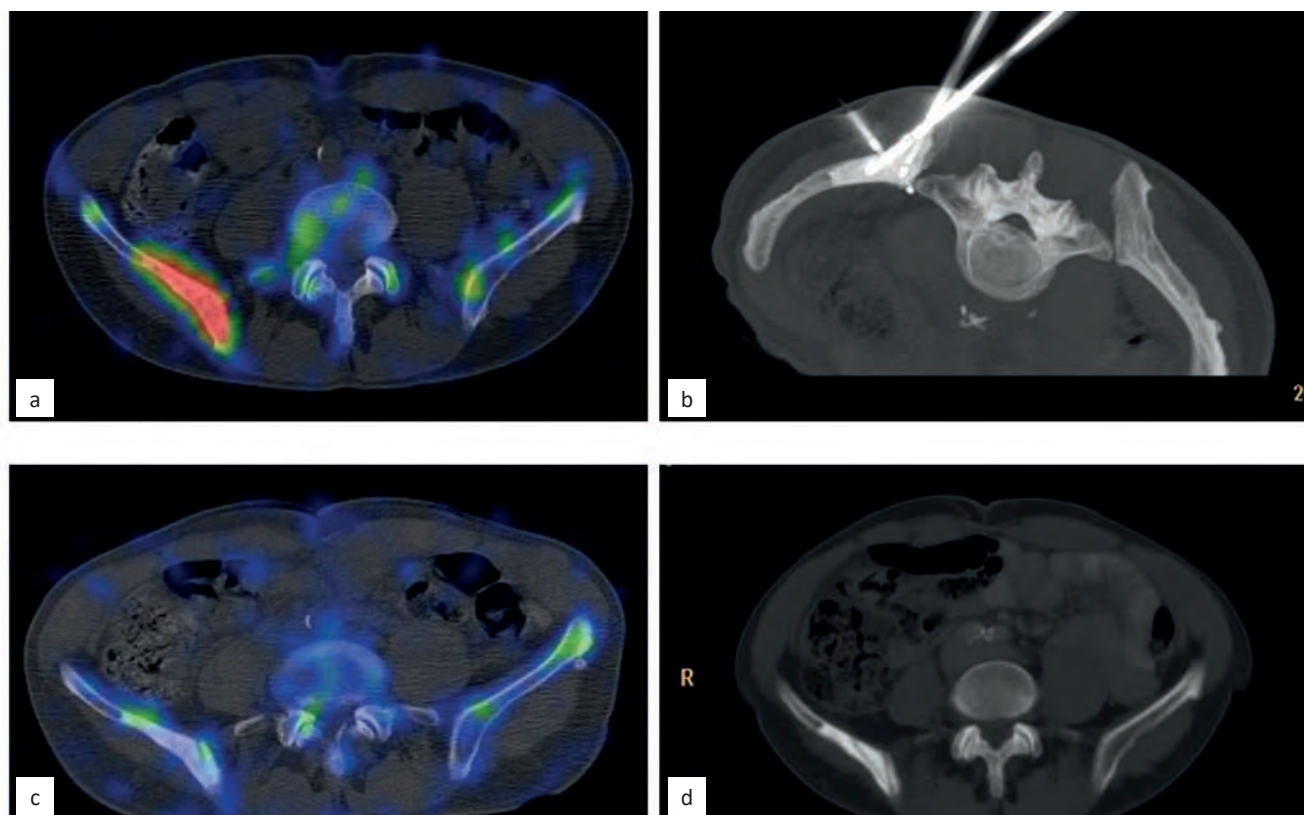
КТ-сканы таза на уровне очага бластической деструкции в правой подвздошной кости: а — зона активного накопления радиофармпрепарата в проекции очага при ОФЭКТ/КТ; б — этап криоабляции (установлены 3 криозонда); с — контрольная ОФЭКТ/КТ через 6 мес после процедуры (отмечается фоновое накопление радиофармпрепарата в зоне деструкции); д — очаг деструкции, на фоне которого видны линейные дефекты ткани от криозондов
